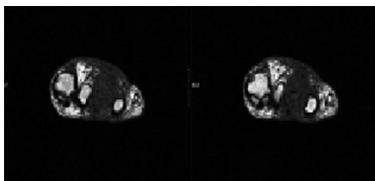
RMN pie izquierdo ingreso diciembre 2012
